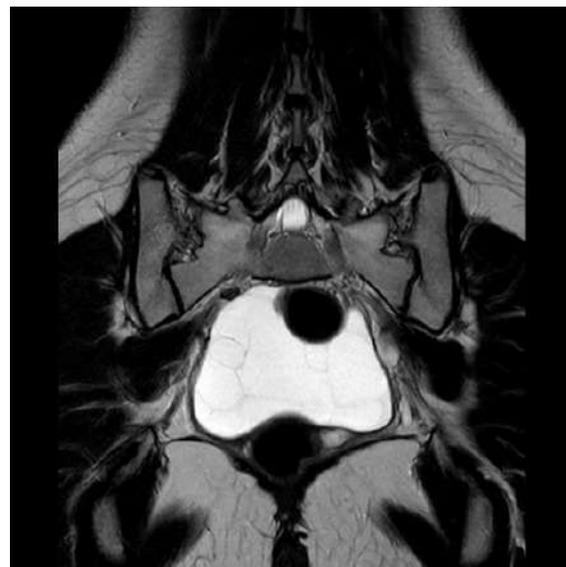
Resonancia Magnética secuencia T2. Corte axial y coronal. Masa multiquística de paredes finas, hiperintensa. Ovarios de aspecto poliquístico. Útero normal. Líquido libre intraperitoneal.
